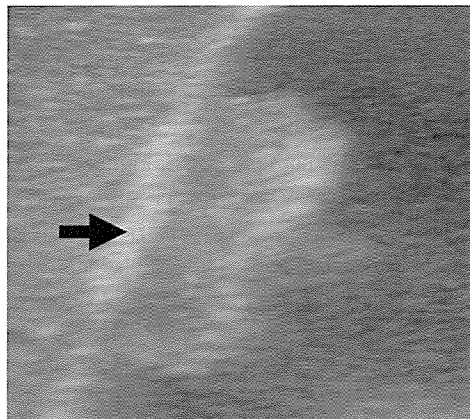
胆嚢癌（深達度ss）で3層目の高エコー層が保持されていた症例のTUS画像
